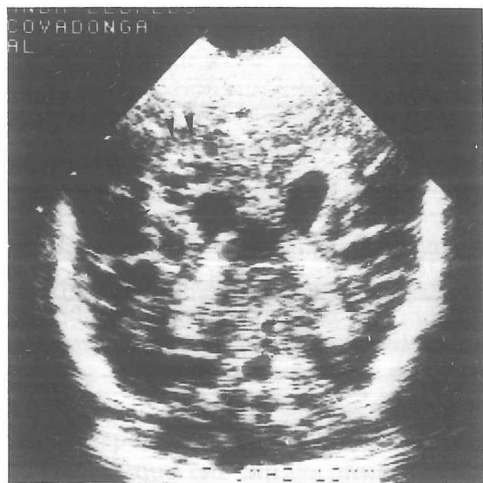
y FIG. 2. Ecografía craneal (corte transversal y sagital respectivamente) en la que se observan varias lesiones anecogénicas de pequeño tamaño, periventriculares, a nivel parieto-occipital (enmarcado por cabezas de flecha).
